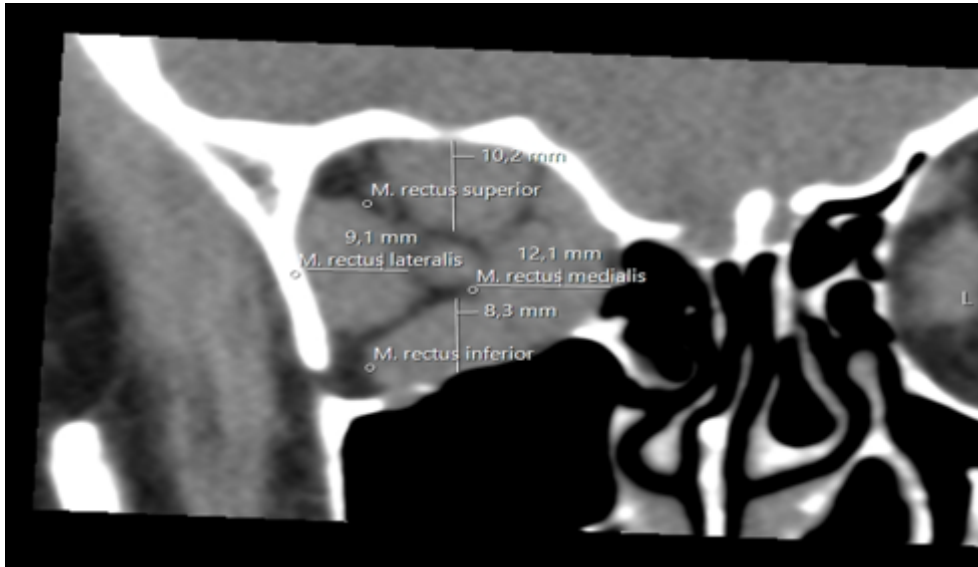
CT-Bild einer rechten Augenhöhle in der Frontalebene mit Durchmesser der Augenmuskulatur
